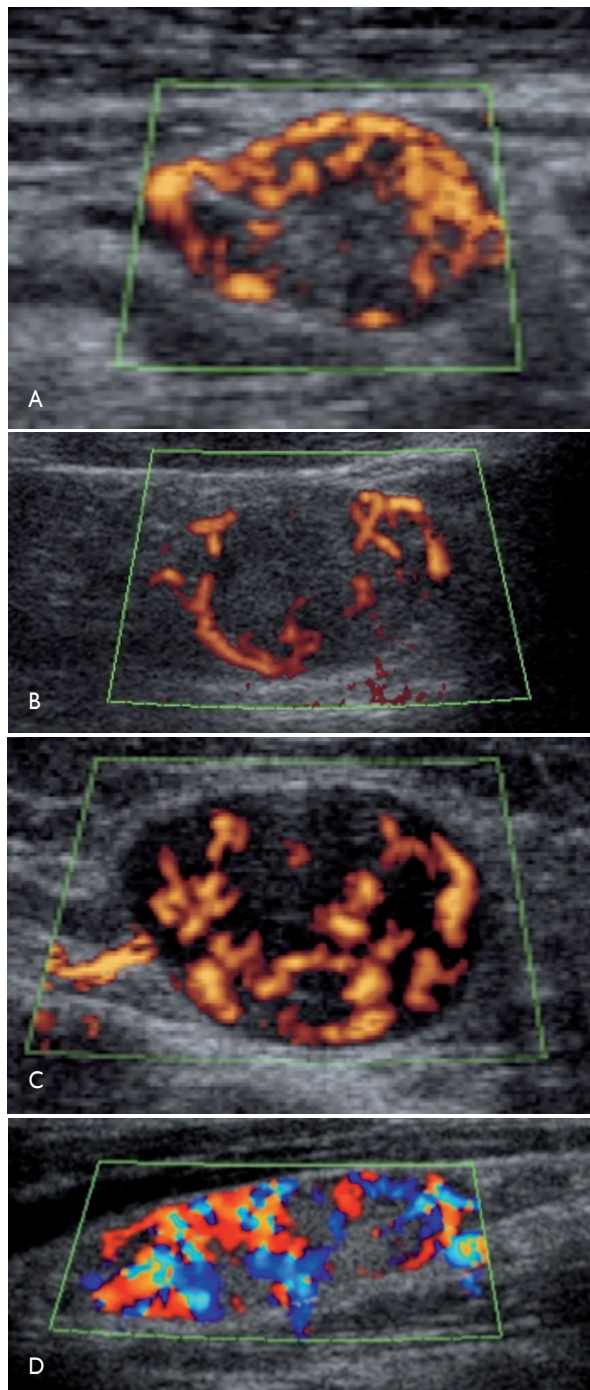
Patrón Doppler de la adenopatía metastásica del carcinoma papilar de tiroides. A) Power Doppler: patrón vascular periférico. B) Power Doppler: patrón vascular periférico. C) Power Doppler: patrón vascular mixto. D) Doppler color: patrón vascular mixto.
